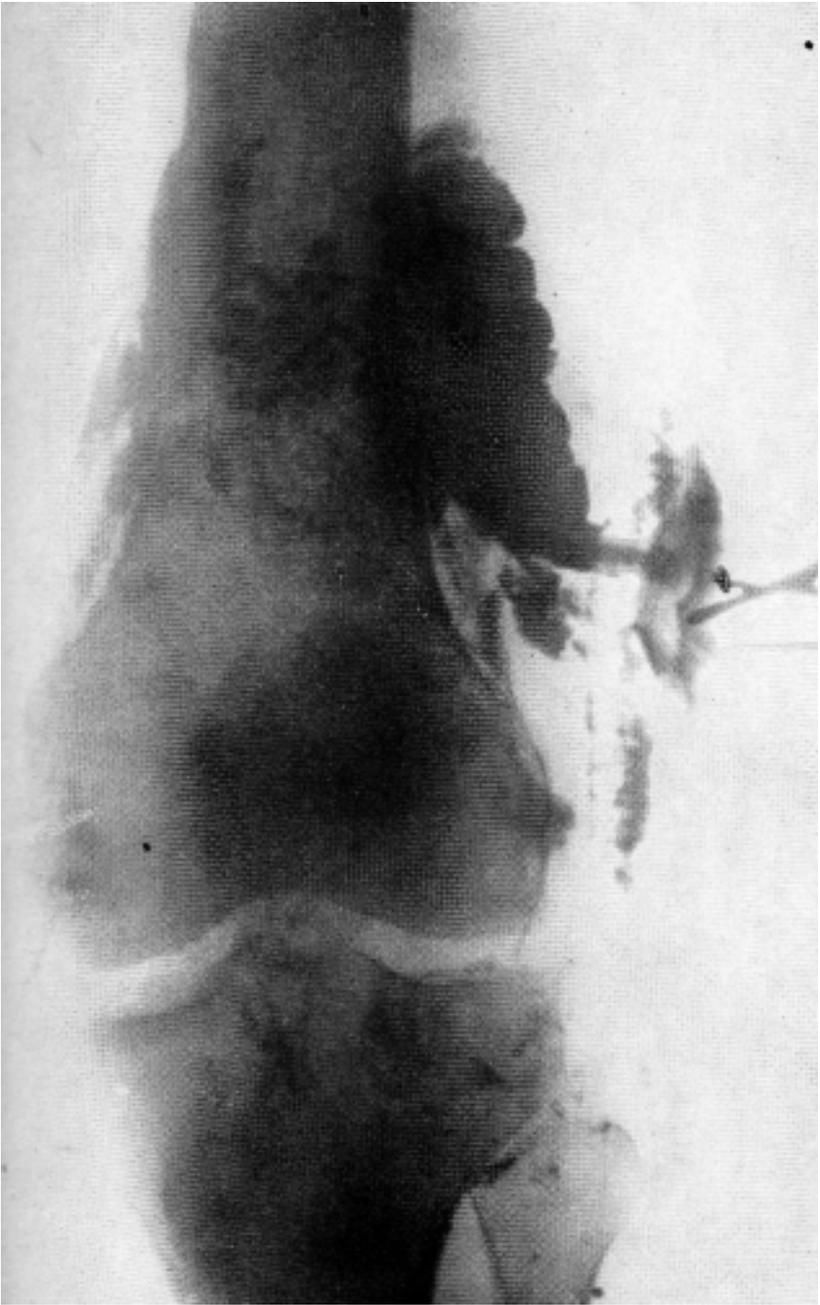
Radiografía obtenida por la inyección de lipiodol en la colección sanguínea extrarticular, mediante un tubo colocado operatoriamente.
